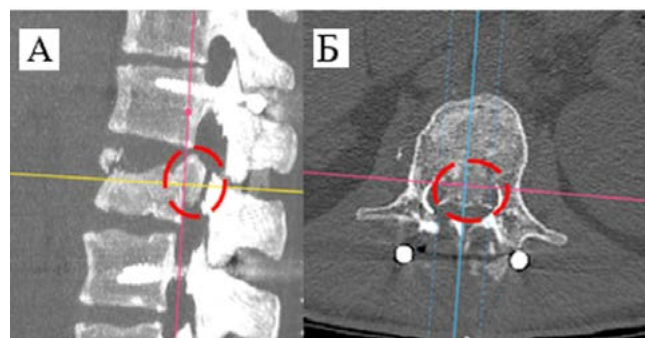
КТ поясничного отдела позвоночника от 17 октября 2023 года: сагиттальная (А), аксиальная (Б) проекции. Состояние после четырехвинтовой транспедикулярной фиксации Th12–L2, миграция костного отломка L1-позвонка в позвоночный канал (красная цель)
